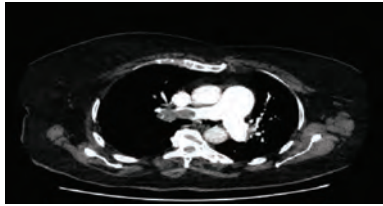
Contrast enhanced tomography: massive thrombus formation in the right pulmonary artery.
